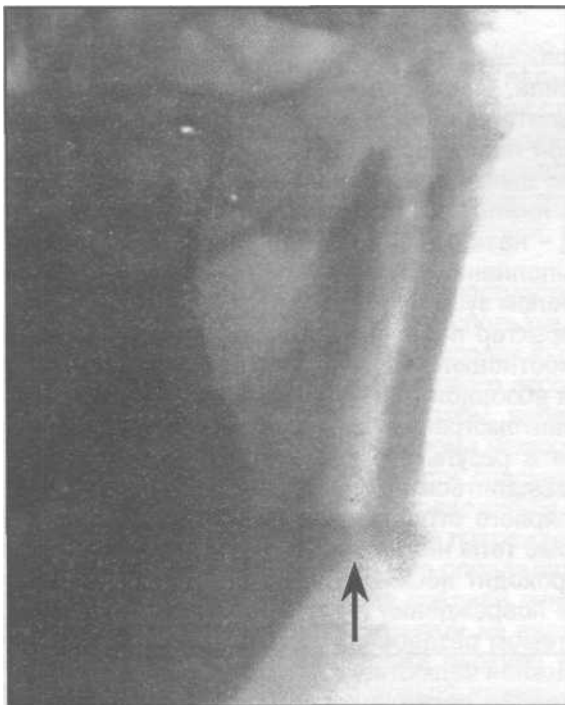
Обзорная рентгенограмма нижней челюсти больного с переломом венечного отростка.
